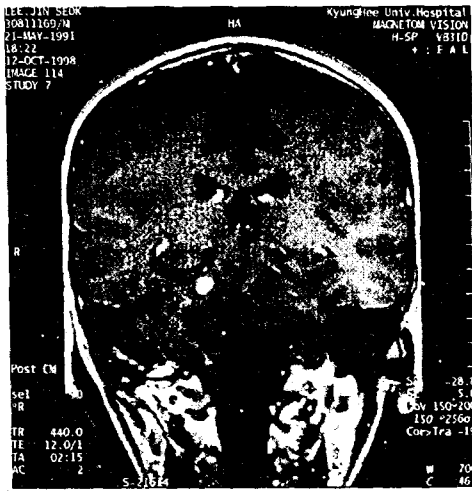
Coronal section, T1-weighted MRI
